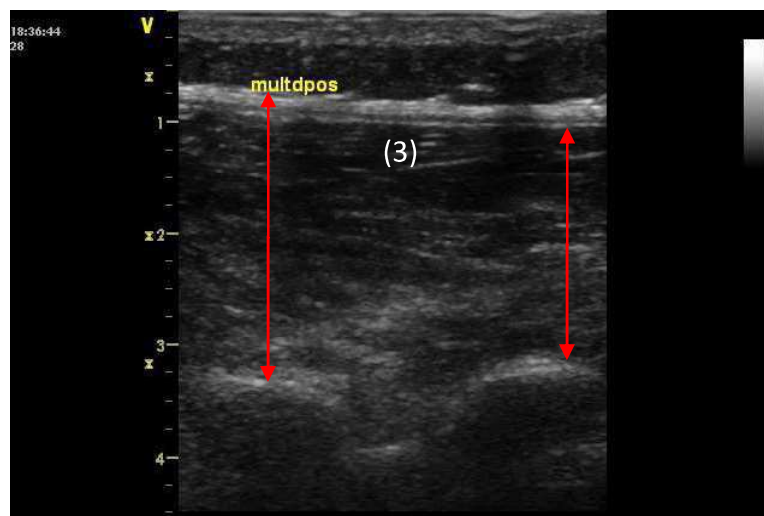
Ultrassonografia - Medida da espessura do Multífido Lombar entre as Facetas articulares de (1) L5/S1 e (2) L4/L5 até a (3) Fáscia Tóracolumbar.
